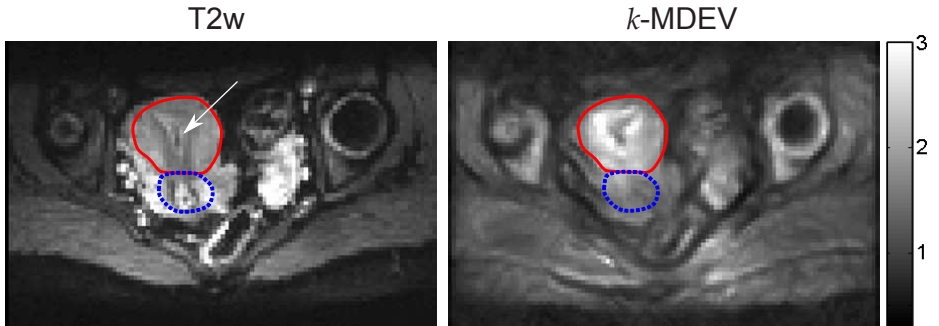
Shear wave speed-maps (in m/s) obtained by algebraic Helmholtz inversion (AHI), MDEV-inversion, and k -MDEV-inversion compared to an anatomical high-resolution T2-weighted MRI scan of same slice position.
